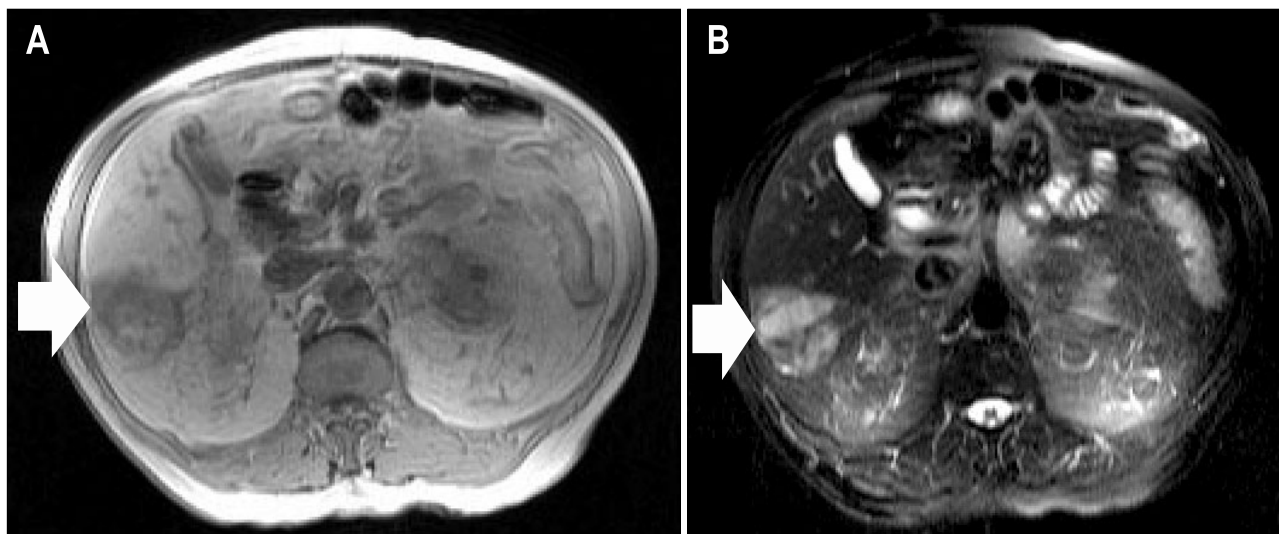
Magnetic resonance imaging. (A) T1-weighted image showed a large and moderately hypointense mass. (B) T2-weighted image showed a large, and predominant hyperintense and partial hypointense mass.
